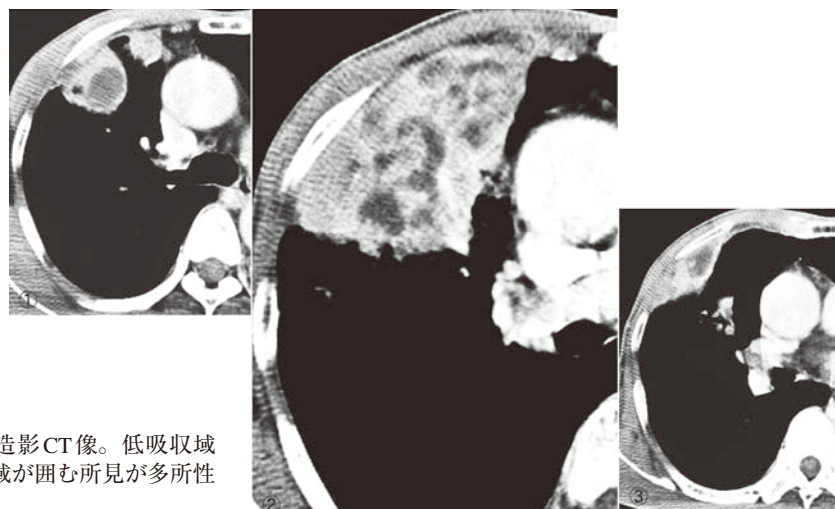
肺結核の造影CT像。低吸収域の周囲を高吸収域が囲む所見が多所性に見られる。
